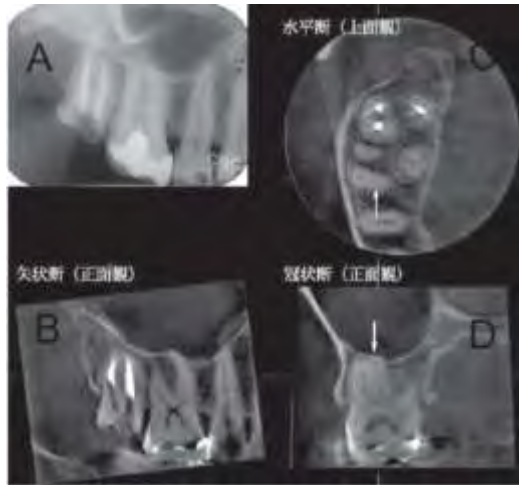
通常の口内法エックス線写真 上顎右側第一大臼歯の頬側近心根の2根管は確認できない。B, C, Dは歯科用コーンビームCT画像である。B.矢状断, C.水平断, D.冠状断 水平断および冠状断で上顎右側第一大臼歯の頬側近心根に2根管を確認できる(矢印)
